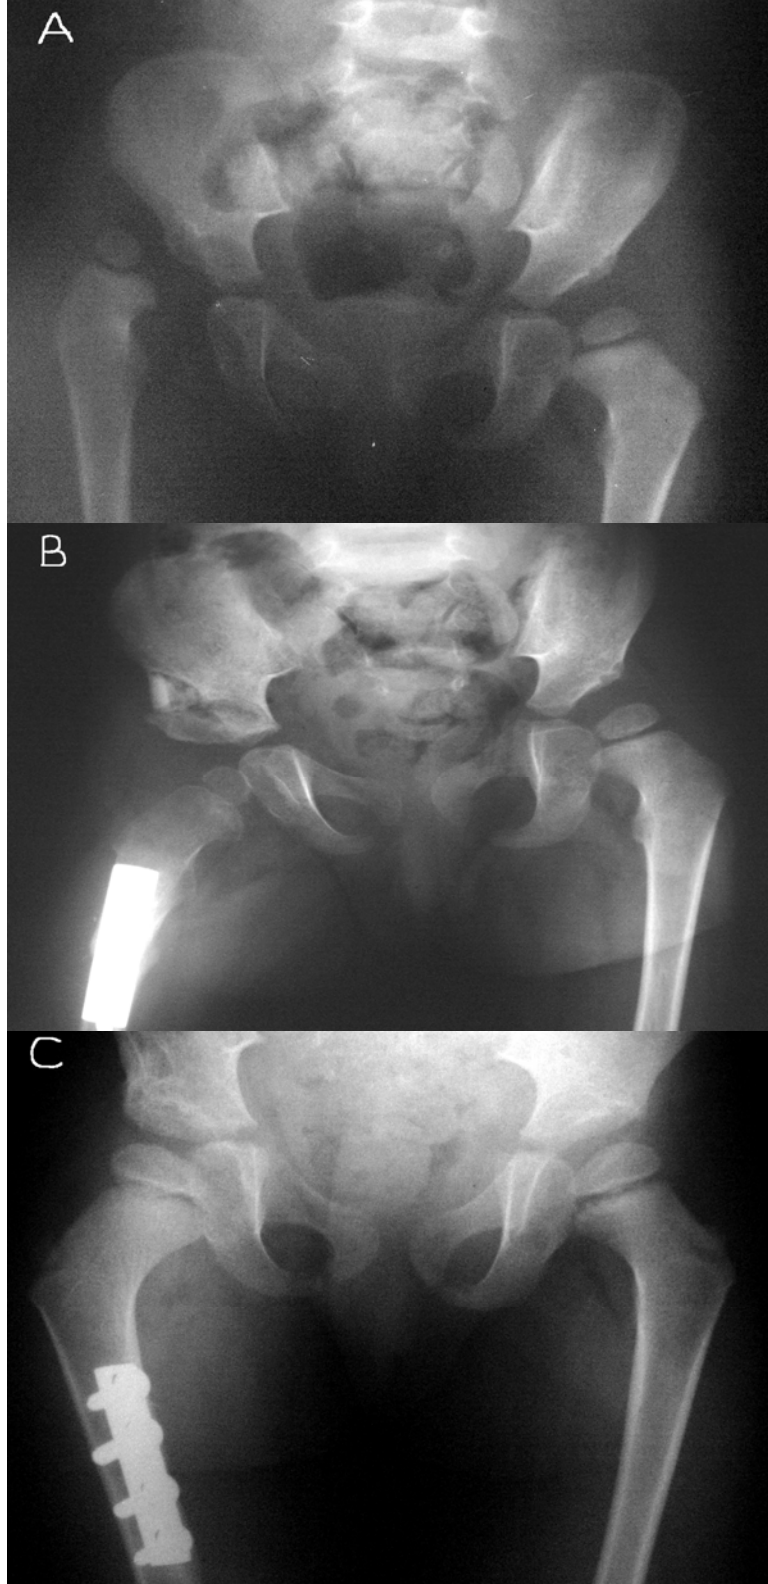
Olgu 1. A. Bilateral GKD'si olan 4 yaşındaki kız hasta B. Bilateral izole SPO uygulaması C. Ameliyattan 2 yıl sonrasındaki kontrol grafisi.
